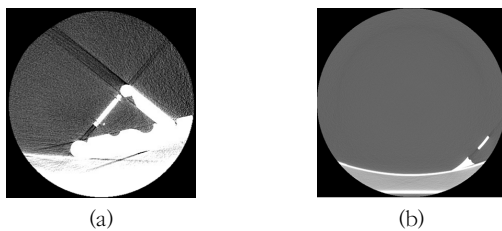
Stripe artifact of transverse axial image on CT (a) early biopsy assist device and (b) final biopsy assist device
